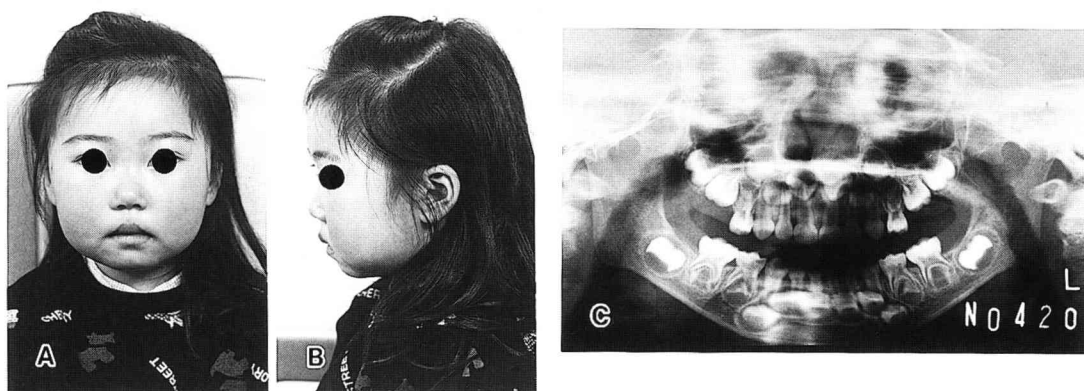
Facial view (A : frontal, B : lateral) and panoramic radiograph (C) of pre-treatment (3 y 1 m).
